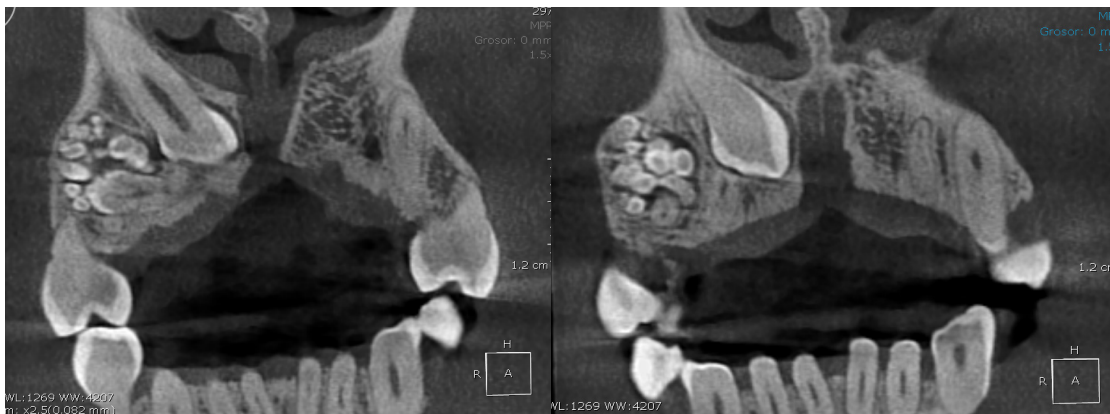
Tomografía Conebeam corte axial zona maxilar evidenciando presencia del odontoma
